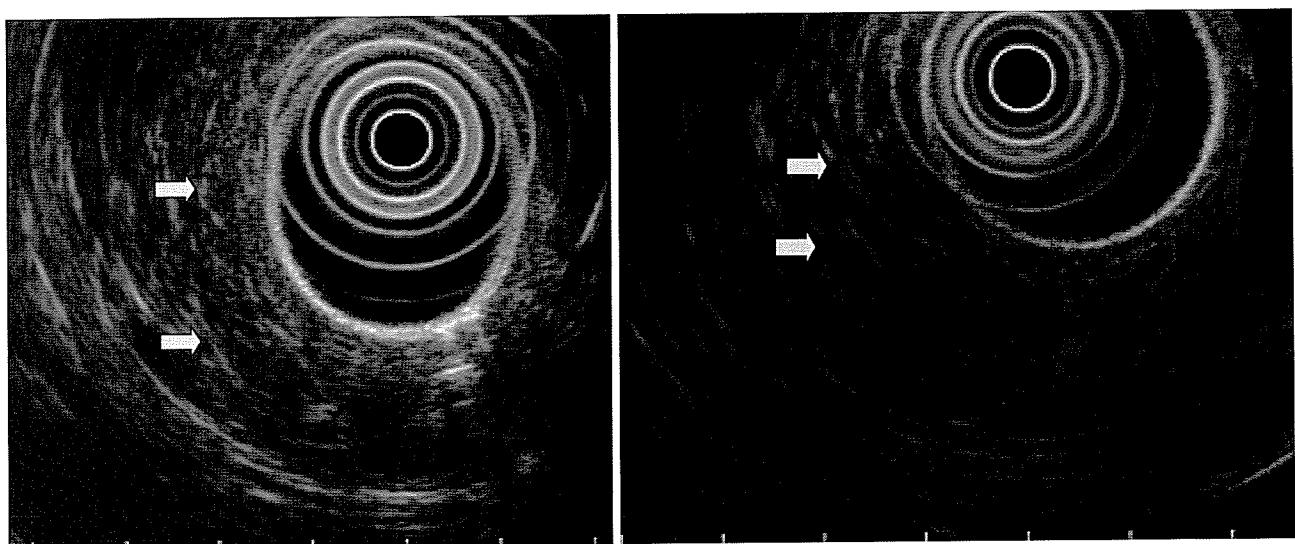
EUSの慢性膵炎の早期を示唆する所見—索状高エコー (Hyperechoic strands)
